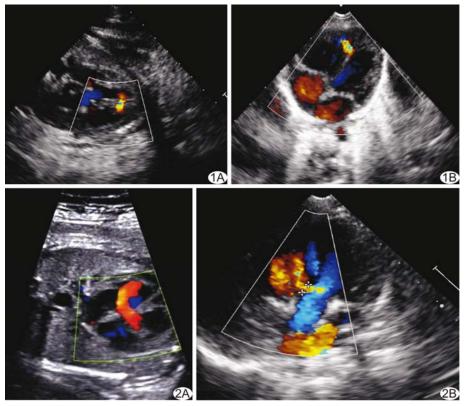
肌部 VSD产前、产后声像图 A.产前超声心动图示肌部左向右分流,分流束宽约 1.8 mm; B. 出生后 3 天,超声心动图示肌部左向右分流,分流束宽约 2.2 mm 图 2 膜周 VSD产前、产后声像图 A.产前超声心动图示膜周左向右分流,分流束宽约 5.2 mm; B. 出生后 4 天,超声心动图示膜周左向右分流,分流束宽约 6.0 mm
